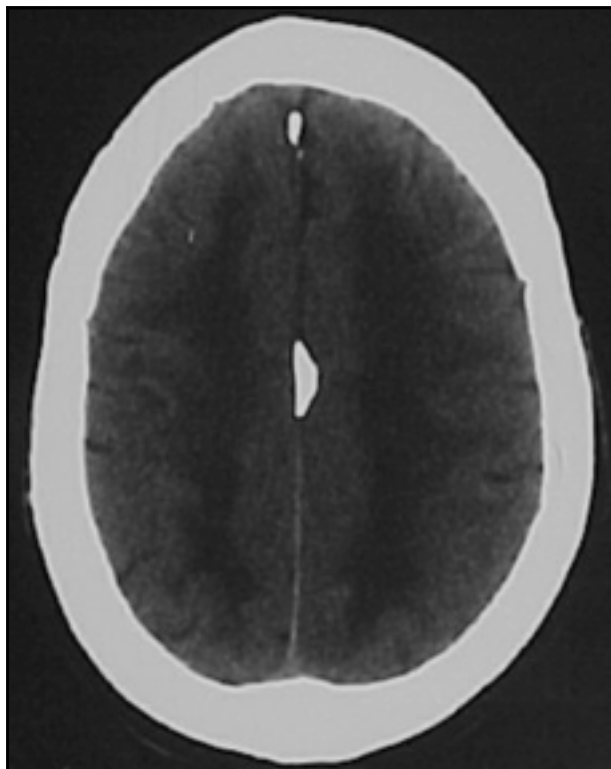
TC revela apagamento dos sulcos das convexidades, redução das dimensões do sistema ventricular supratentorial e acentuada hipodensidade da substância branca subcortical parietal bilateral sugerindo edema vasogênico.
